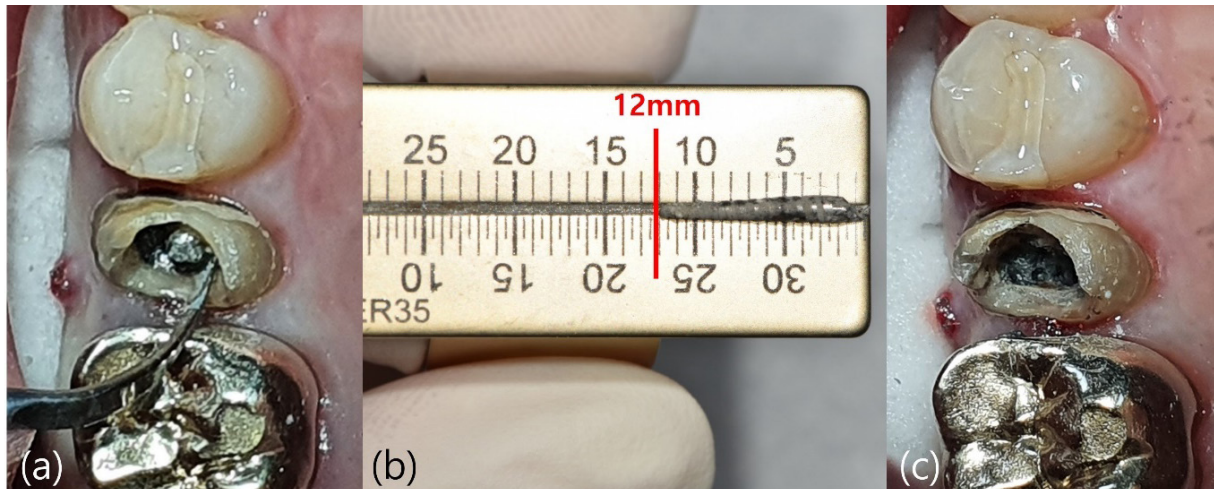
(a) 초음파기구를 이용한 post dislodgement 과정, (b) 제거된 post, (c) post가 제거된 후.
